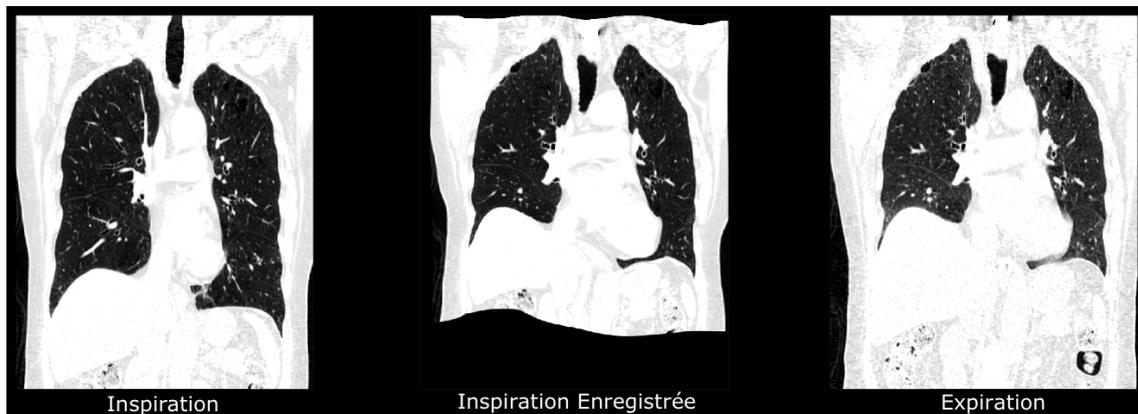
Acquisition TDM de la phase inspiratoire enregistré avec celle de la phase expiratoire.
